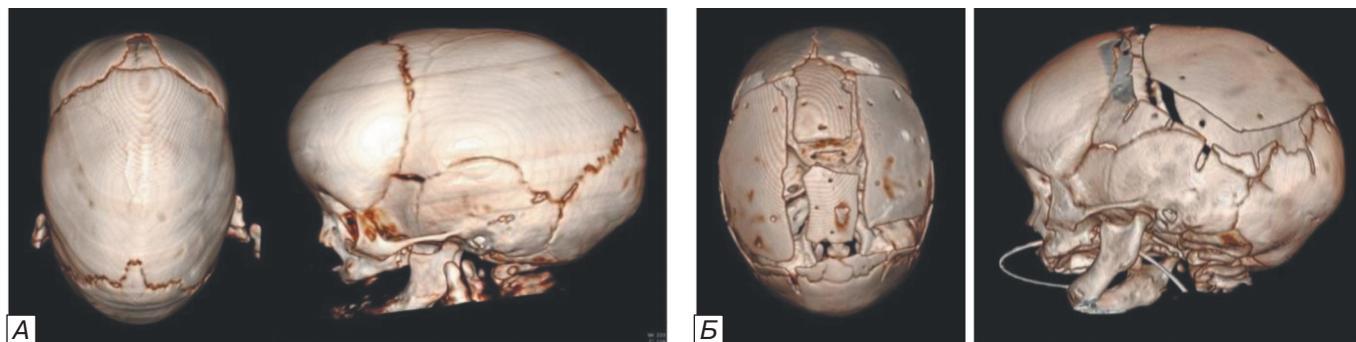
Ребенок К., 9 мес. МСКТ. Сагиттальный КС. А — до оперативного лечения. Б — после реконструкции.
